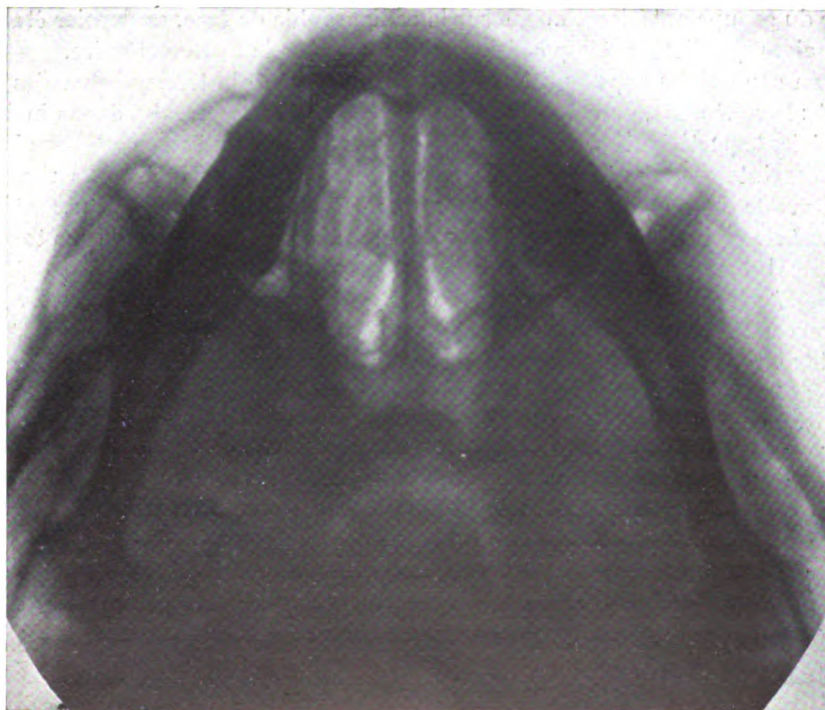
Incidence verticale sur film courbe sous-maxillaire. L'ethmoïde est aussi bien dégagé du maxillaire que dans la radiographie précédente. La partie droite est voilée à sa partie antérieure (elle est à droite du lecteur).
